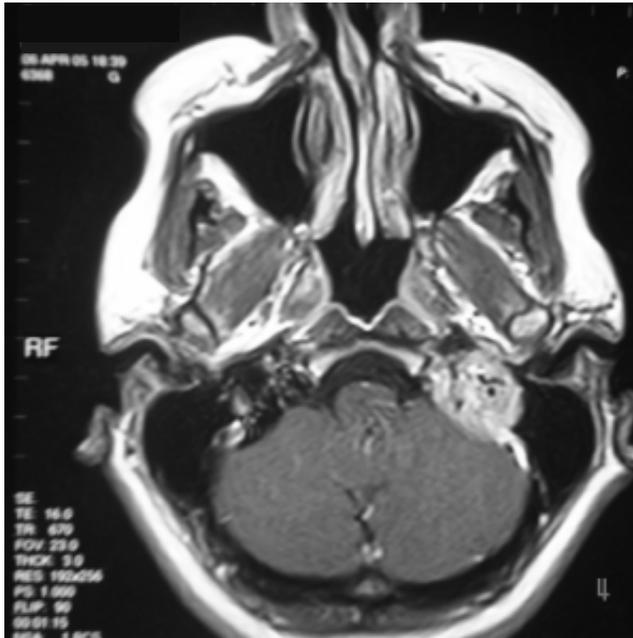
Resonancia nuclear magnética que muestra compromiso hacia seno fosa posterior y oído interno.
